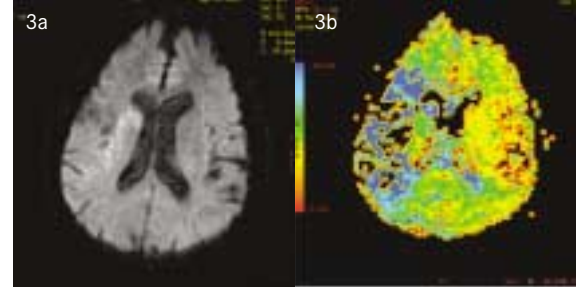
Diffusionsgewichtete Magnetresonanztomographie-Schicht mit Darstellung eines frischen Herzinfarktes rechts frontoparietal 45 Minuten nach Akutereignis. Abb. 3b: Zur gleichen Zeit durchgeführte Magnetresonanztomographie-Perfusionsstudie mit Nachweis eines ausgedehnten Bezirkes verminderter Perfusion im Mediversorgungsgebiet rechts. Ein derartiges »Miss-Match« ist Voraussetzung für eine erfolgreiche Thrombolyse
